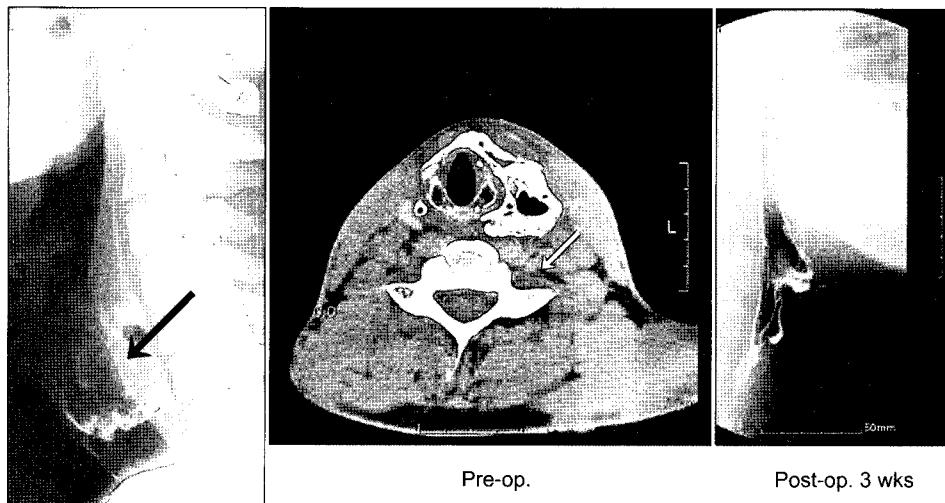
X-ray findings of abscess formation in cervical esophageal perforation patient (case 3).
